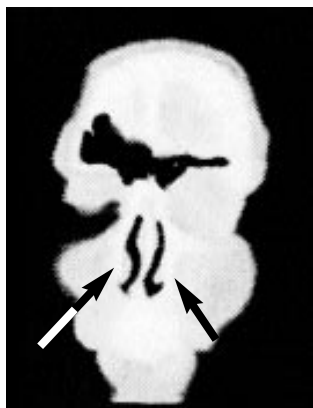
КТ околоносовых пазух больного Р. в коронарной проекции. В просвете лобных пазух определяются фронтальные клетки (указано стрелками).
